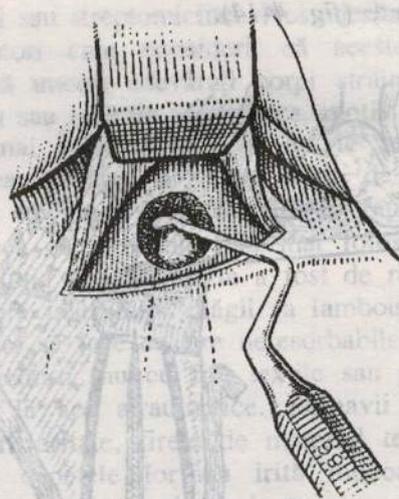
Chiuretajul periapical.
